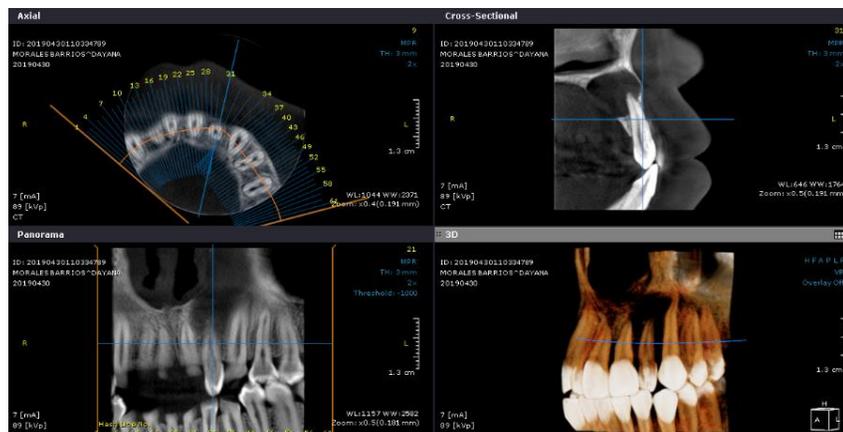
Diagnóstico de dens invaginatus mediante CBCT, cortesía C.D. Griselda Quiroz.
